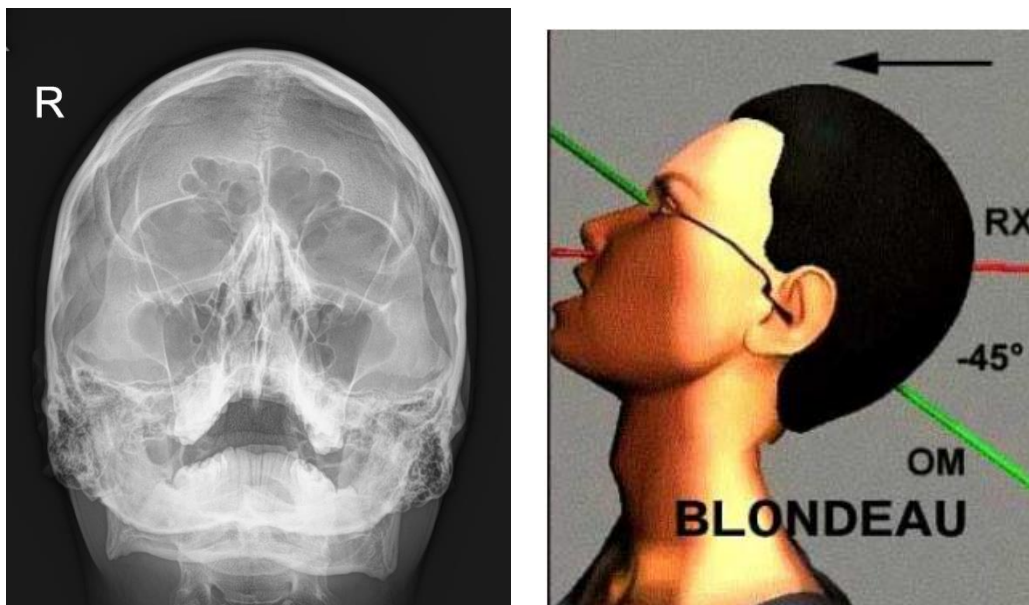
Radiographie normale en incidence de Blondeau [56]
